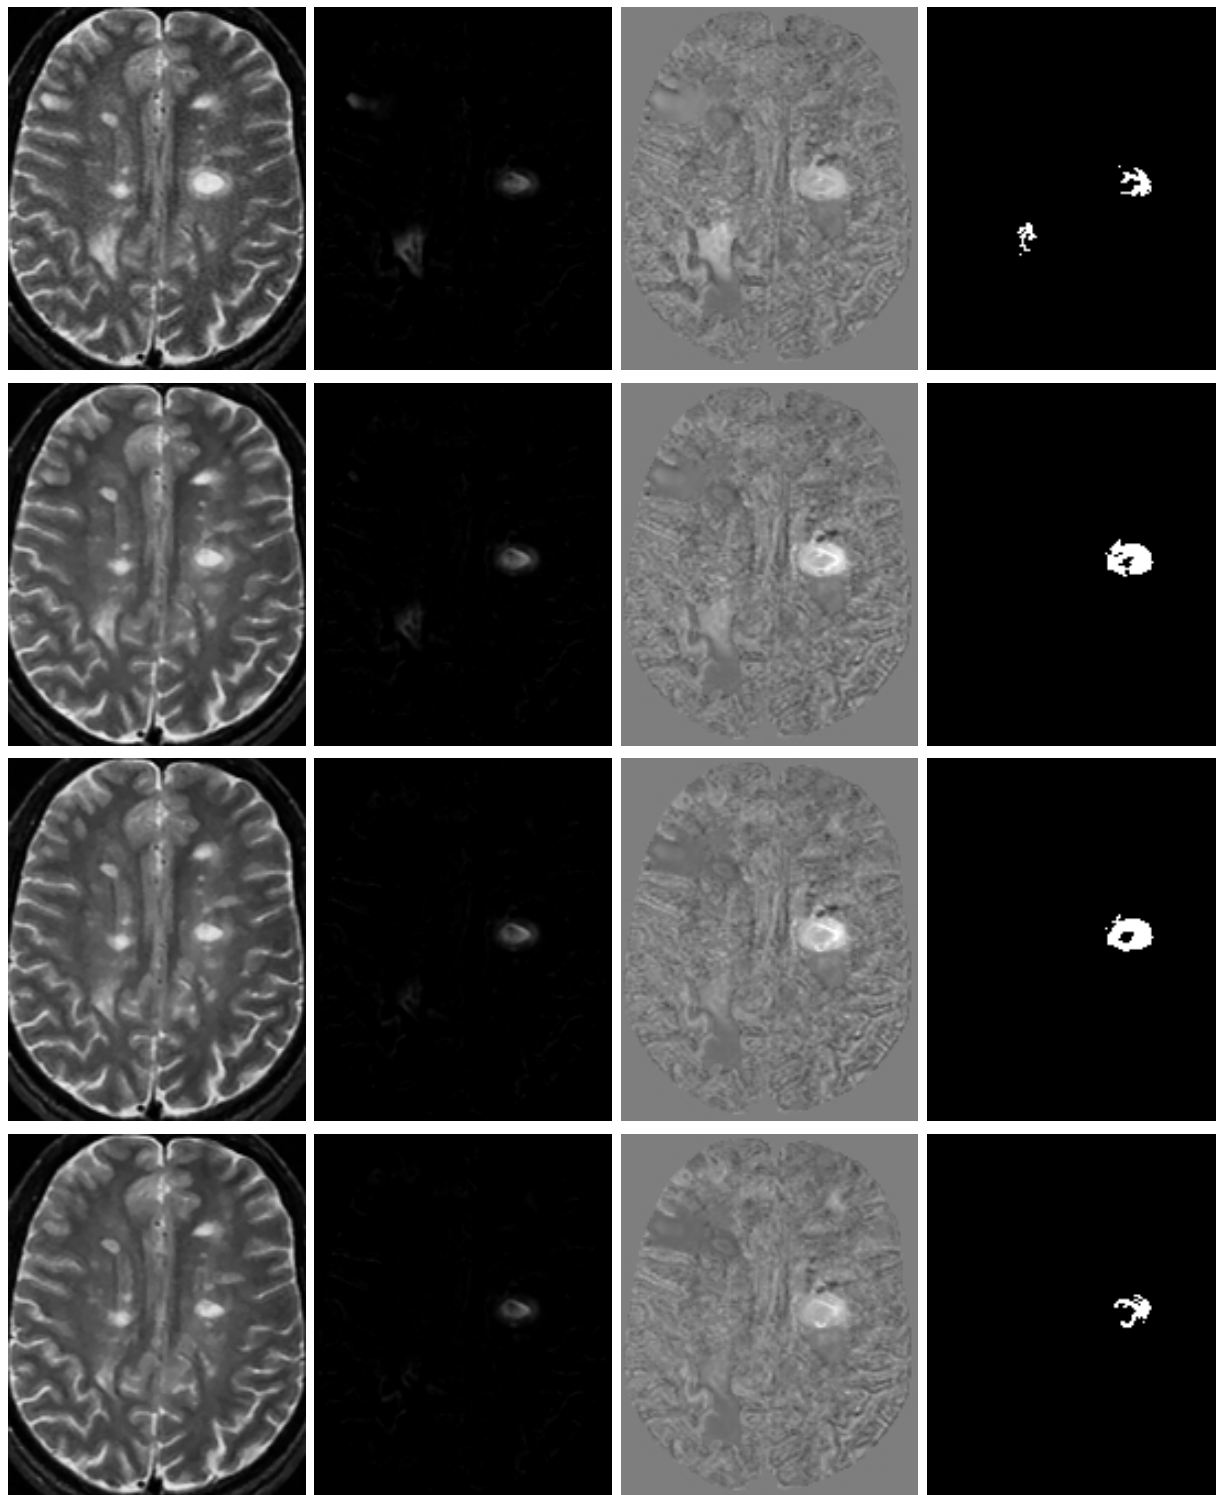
Résultats sur semaines 9 à 12 de la série BW, présentés sur une coupe axiale de l'IRM (voir figures 7.30 et 7.31). De gauche à droite : l'image originale à l'instant d'acquisition fixé ; l'image du paramètre  $\beta_1$  ; la carte en  $t$  ; l'image des groupes supraseuils ( $t \geq 4,45$ ) significatifs (taille du groupe  $\geq 10$ ) à cet instant.
